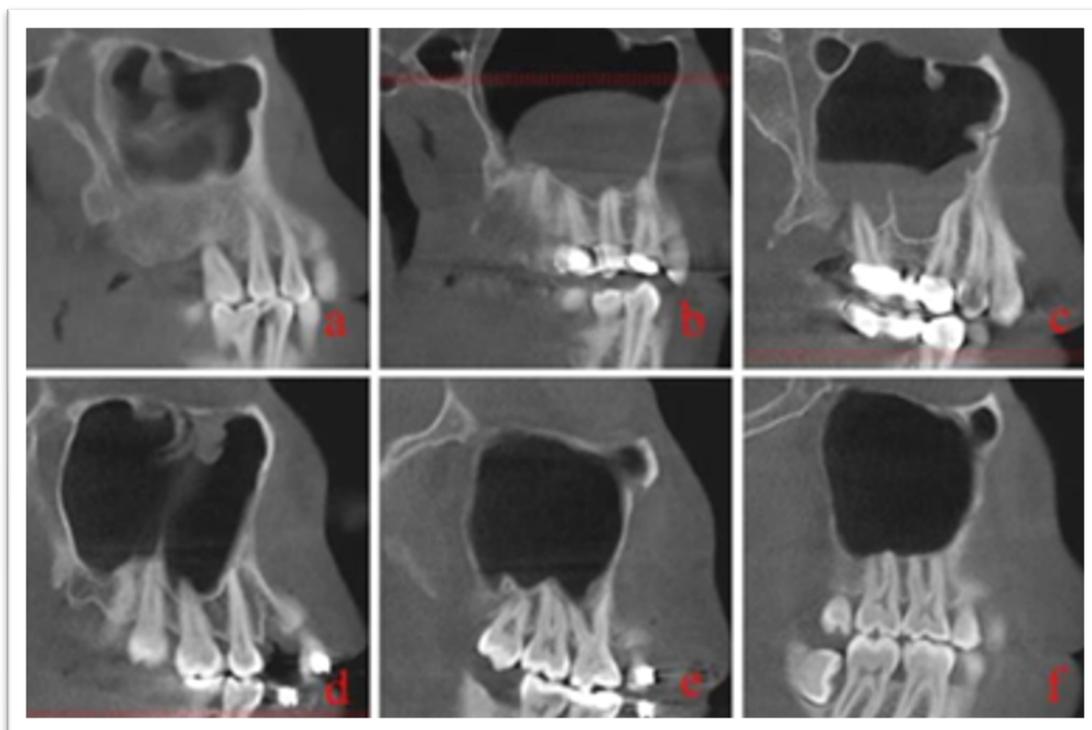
Imagem com cone beam, imagem retirada Ok E, Güngör E, Çolak M, Altunsoy M, Nur BG, Ağlarci OS. Evaluation of the relationship between the maxillary posterior teeth and the sinus floor using cone-beam computed tomography. Surgical and Radiologic Anatomy. 2014.
